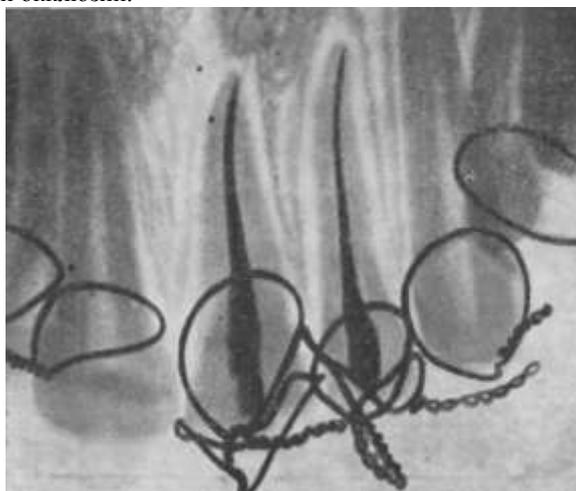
Рентгенограмма альвеолярного отростка верхней челюсти больного 18 лет. Полный вывих 1 2 после травмы. Зубы 2 1 1 2 3 фиксированы по Шельгорну.
